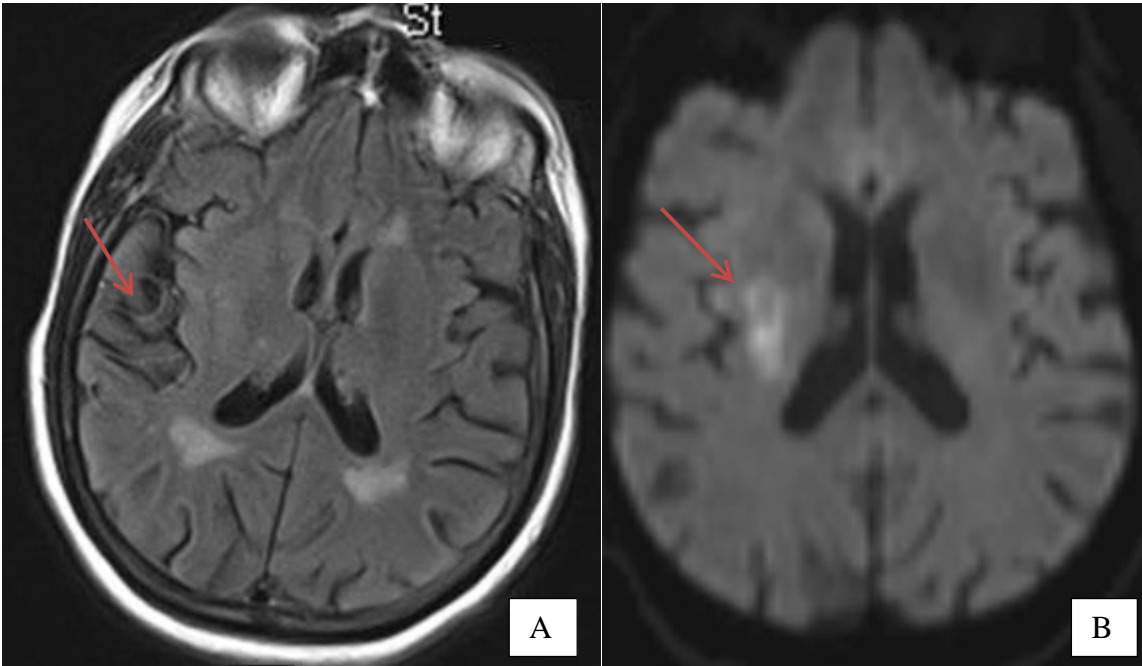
IRM cérébrale en coupes axiales : infarctus sylvien profond et superficiel droit visible en DIFFUSION (A) et en non visible en FLAIR mais présence de nombreux flux lents (B). Les autres séquences présentent des artéfacts de mouvement rendant l'interprétation difficile.
